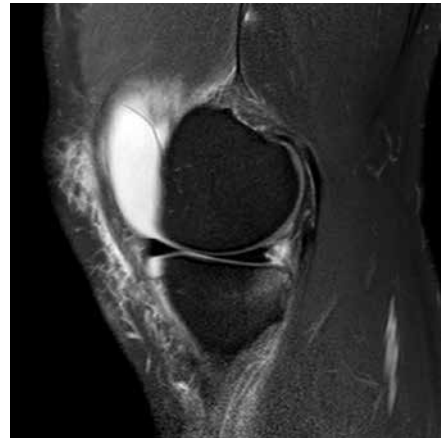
Resonancia magnética de rodilla izquierda, corte sagital T2. Se destaca edema de unión meniscocapsular de cuerno posterior de menisco interno, compatible con lesión tipo RAMP.
